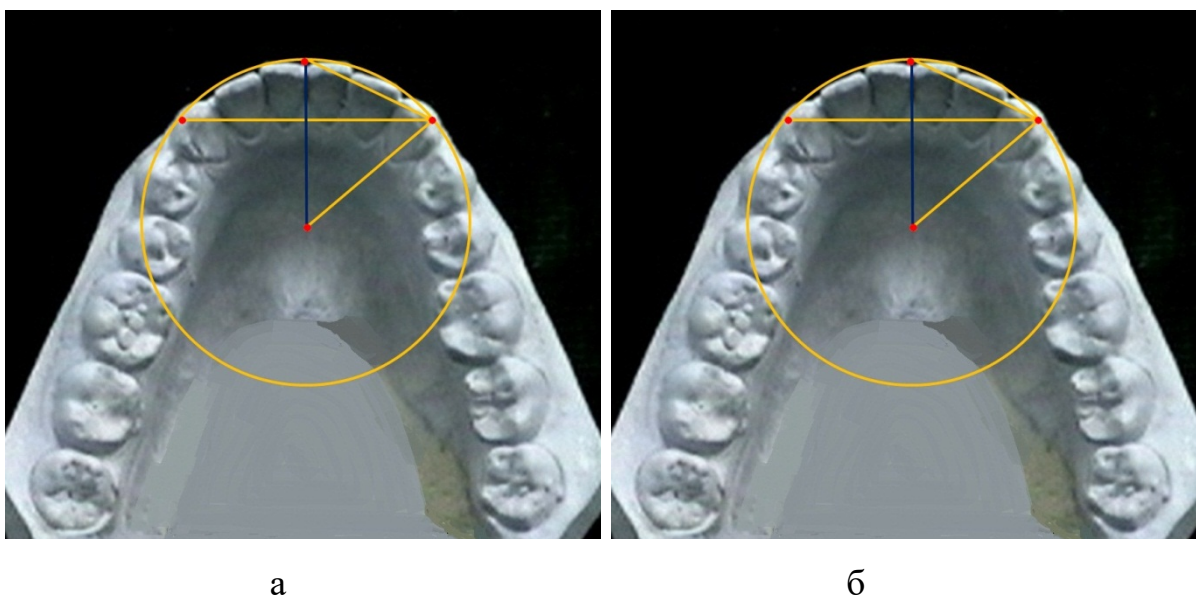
Сопоставление графической репродукции по методу Хаулея (а) и по предложенной методике (б) с моделями нижних зубных дуг протрузионного типа.
